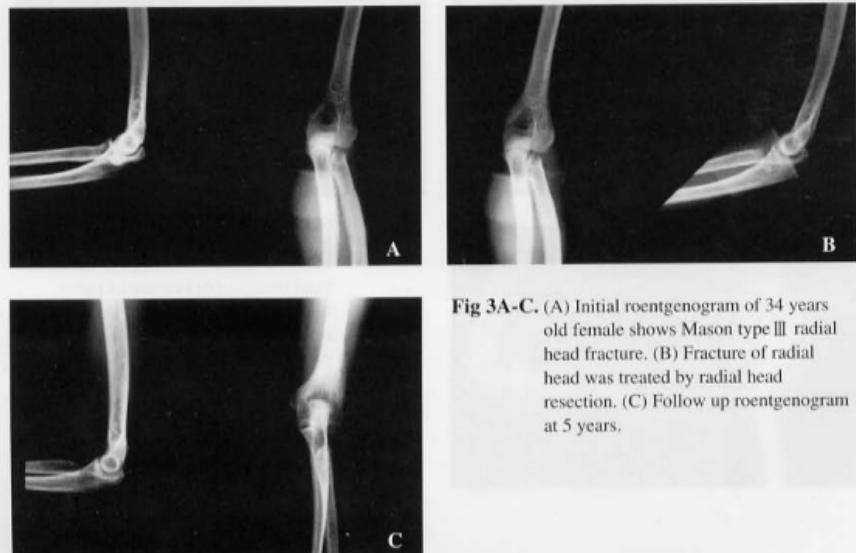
(A) Initial roentgenogram of 34 years old female shows Mason type III radial head fracture. (B) Fracture of radial head was treated by radial head resection. (C) Follow up roentgenogram at 5 years.
